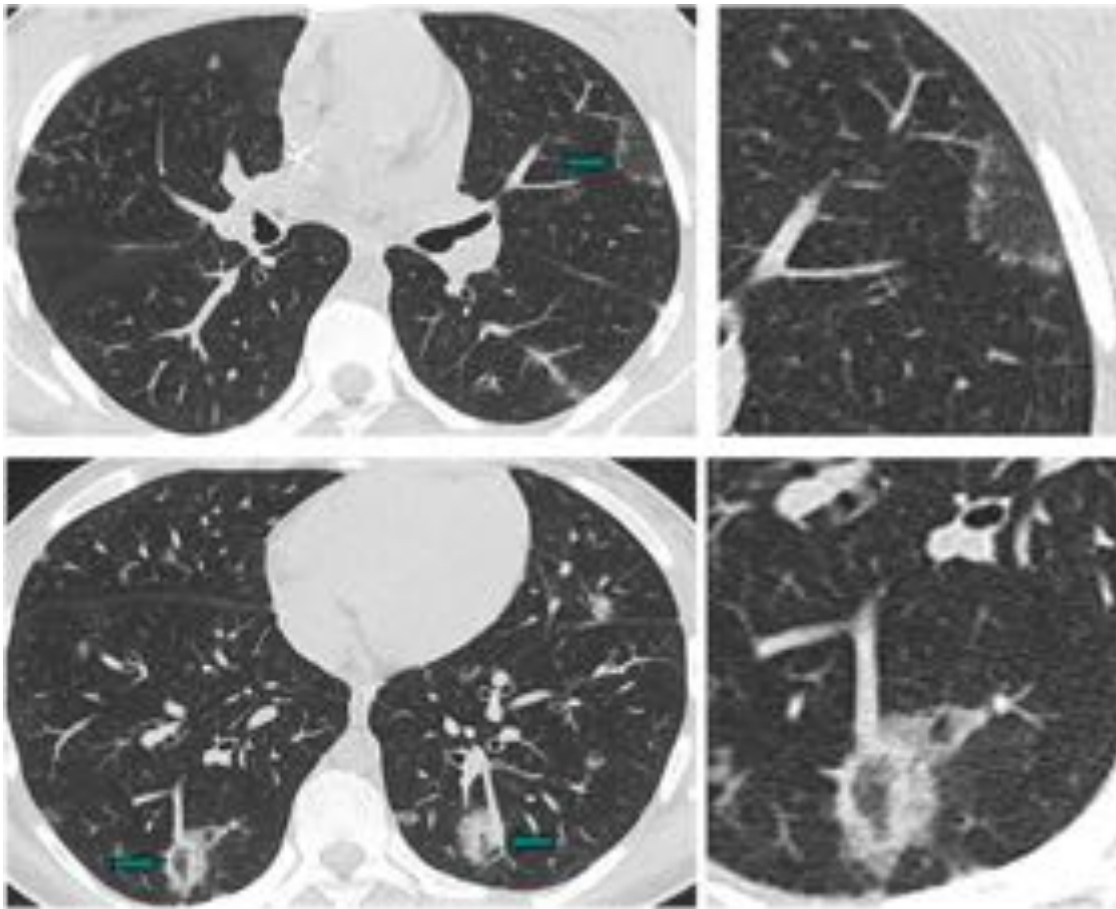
Neumonía organizada en mujer de 20 años con AP Linfoma de Hodgkin tipo EN diagnosticado en 2014 y tratada con quimioterapia, no inmunodeprimida. En el TC se observan opacidades nodulares bilaterales con SHI. La citología lavado broncoalveolar y estudios microbiológicos no demostraron células neoplásicas ni microorganismos. Se consideró podía tratarse NO y fue tratada con corticoides, presentado resolución completa.
